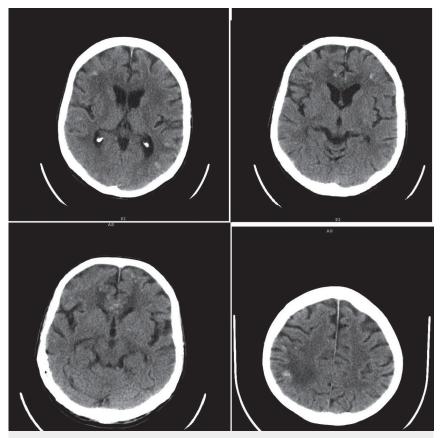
Tomografía de cráneo simple. Cortes axiales. Se muestran distintos niveles de sección, con ventanas para parénquima cerebral que evidencian hiperdensidades de localización cortico-subcorticales en ambos hemisferios cerebrales. Estos hallazgos son compatibles con focos de sangrados. La línea media esta conservada, sin evidencia de lesiones ocupantes de espacios, ni cambios en la densidad de señal que sugieran eventos isquémicos recientes o antiguos. Hay cambios atróficos para la edad.
